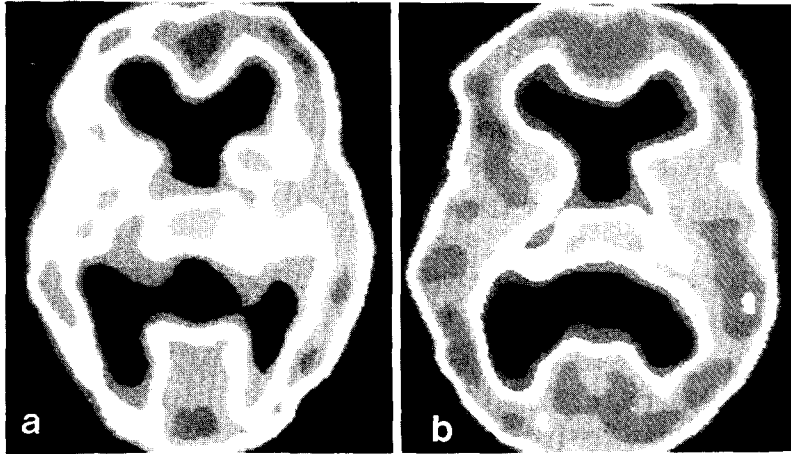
술전 Brain Perfusion SPECT : 우측 중대뇌동맥 영역에 관류결손을 보여주고 있다.
